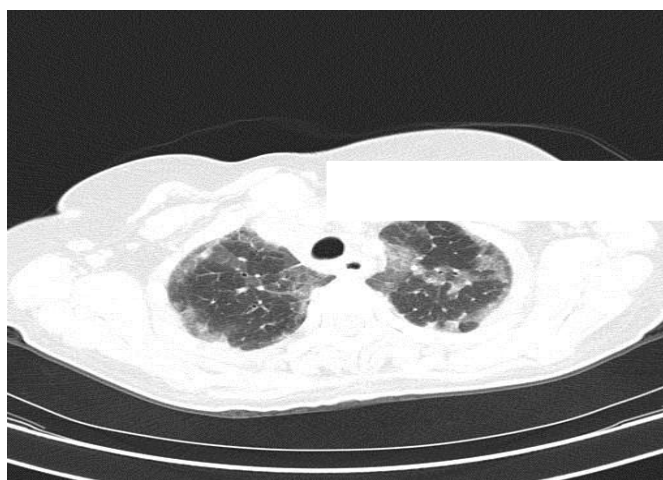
КТ ОГК: симптом «бульжной мостовой»
